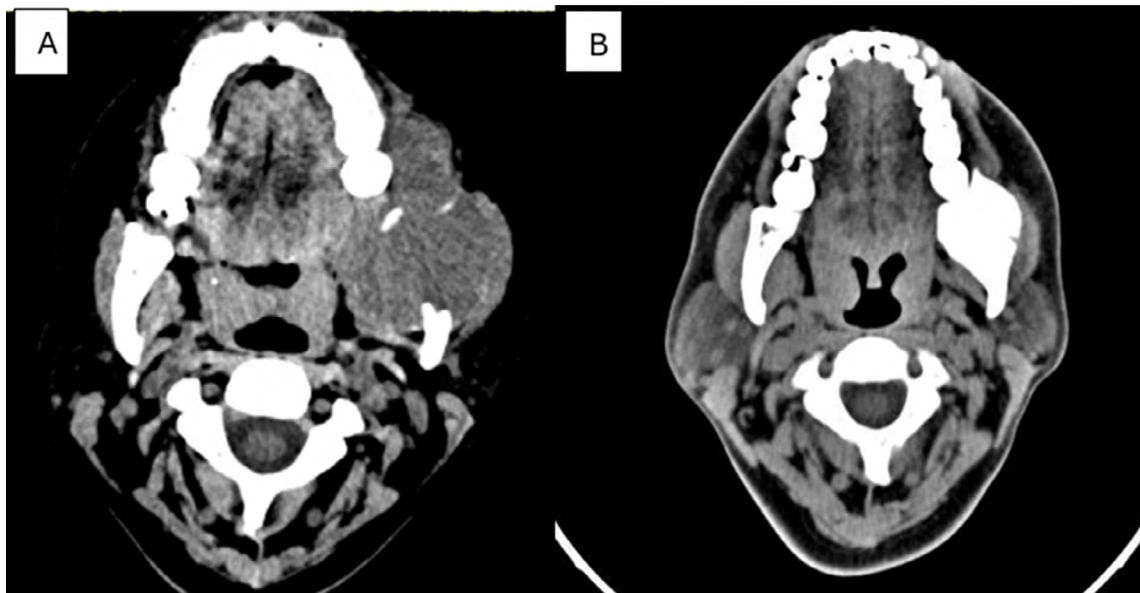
Tomografía axial computarizada de cuello en fase sin contraste
